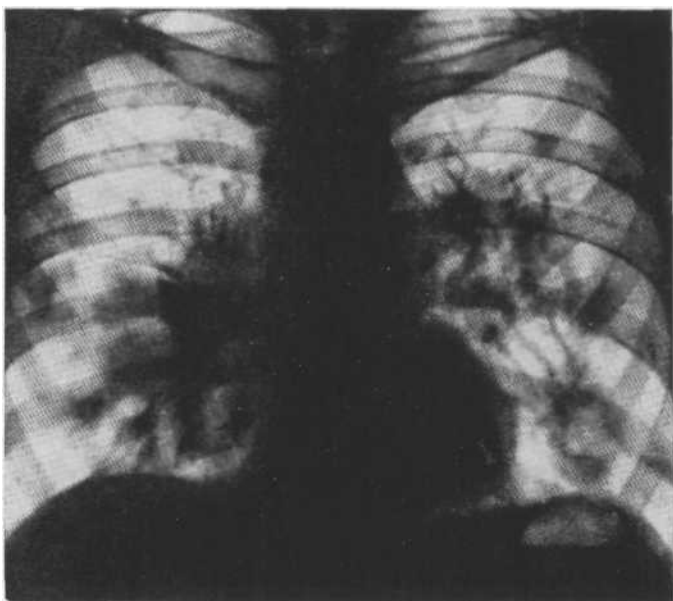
Обзорная рентгенограмма, двусторонняя вирусная пневмония III стадии. На фоне усиленного и деформированного легочного рисунка видны множественные инфильтраты в обоих легких, не имеющие четких анатомических границ.
